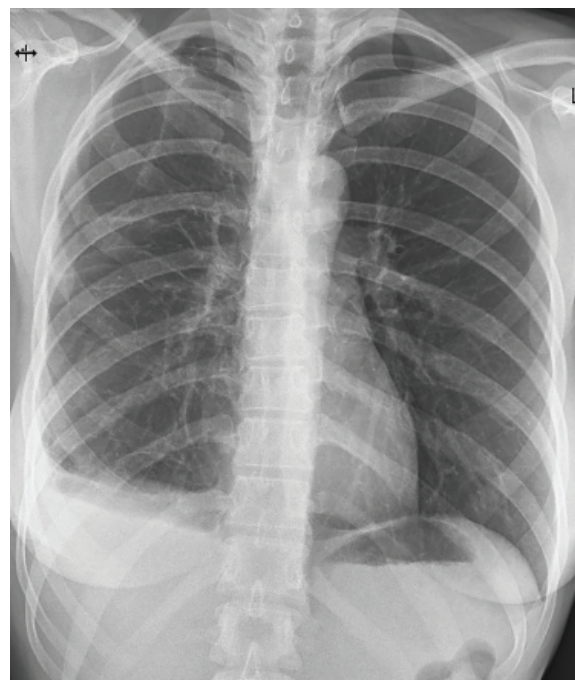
Рентгенографія при випусці
